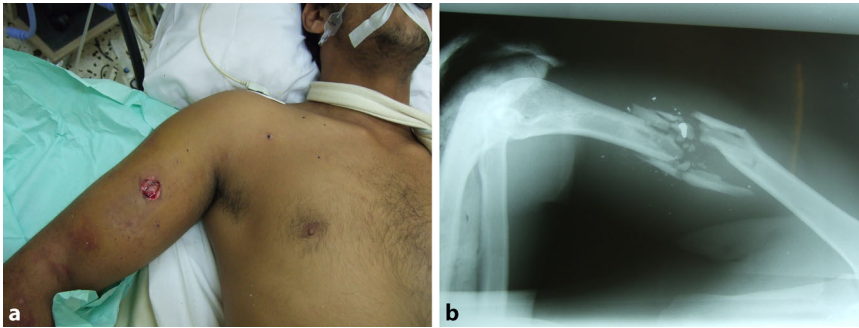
▲ Kleine Ein- und Austrittswunden dürfen nicht über das tatsächliche Verletzungsausmaß hinwegtäuschen. Die klinisch sichtbare Weichteilkontusion und das Röntgenbild geben Hinweis auf die ausgedehnte Wundhöhle, die gelegentlich Kleidung, Erde etc. enthalten kann
